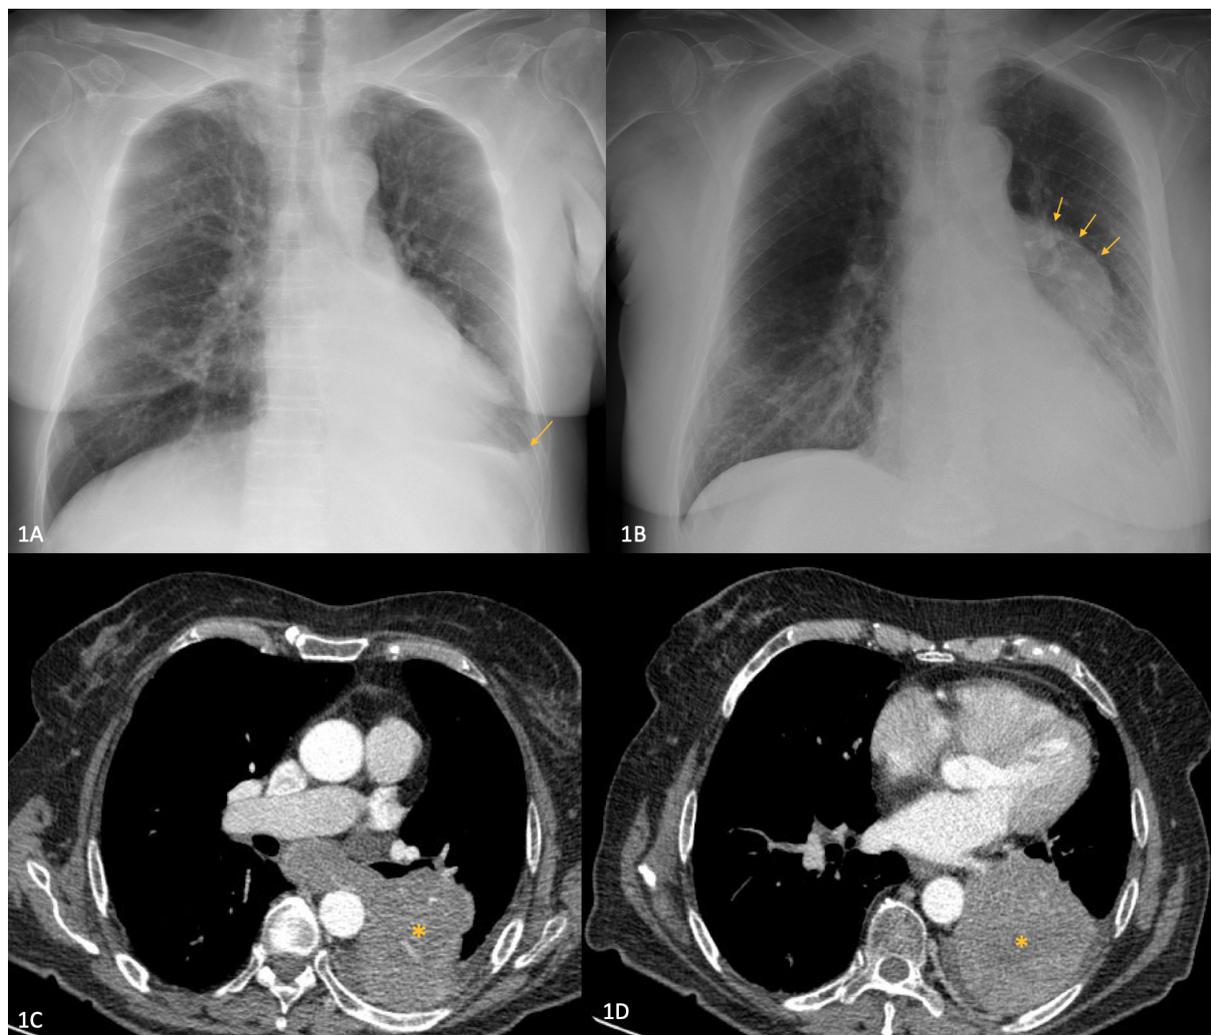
Imagen A: Radiografía de tórax realizada en el postoperatorio inmediato. La flecha señala una imagen redondeada superpuesta a la silueta cardiaca en su borde izquierdo, aparentemente detrás de la misma ya que no borra el contorno cardiaco. Imagen B: Radiografía de tórax realizada al ingreso de la paciente en el Servicio de Traumatología, parte del preoperatorio, como 4 días antes de la intervención quirúrgica. La flecha indica una mínima cantidad de derrame pleural que pinza el seno costofrénico izquierdo. Imágenes C y D: Imágenes de TC torácico con contraste intravenoso, cortes trasversales a nivel de los grandes vasos. El asterisco marca la masa alojada en LII con afectación predominante del segmento 6, con una extensión máxima de 8 x 7 x 7,7cm. La masa invade bronquio lobar inferior izquierdo y colapsa moderadamente el calibre del bronquio principal izquierdo distal.
